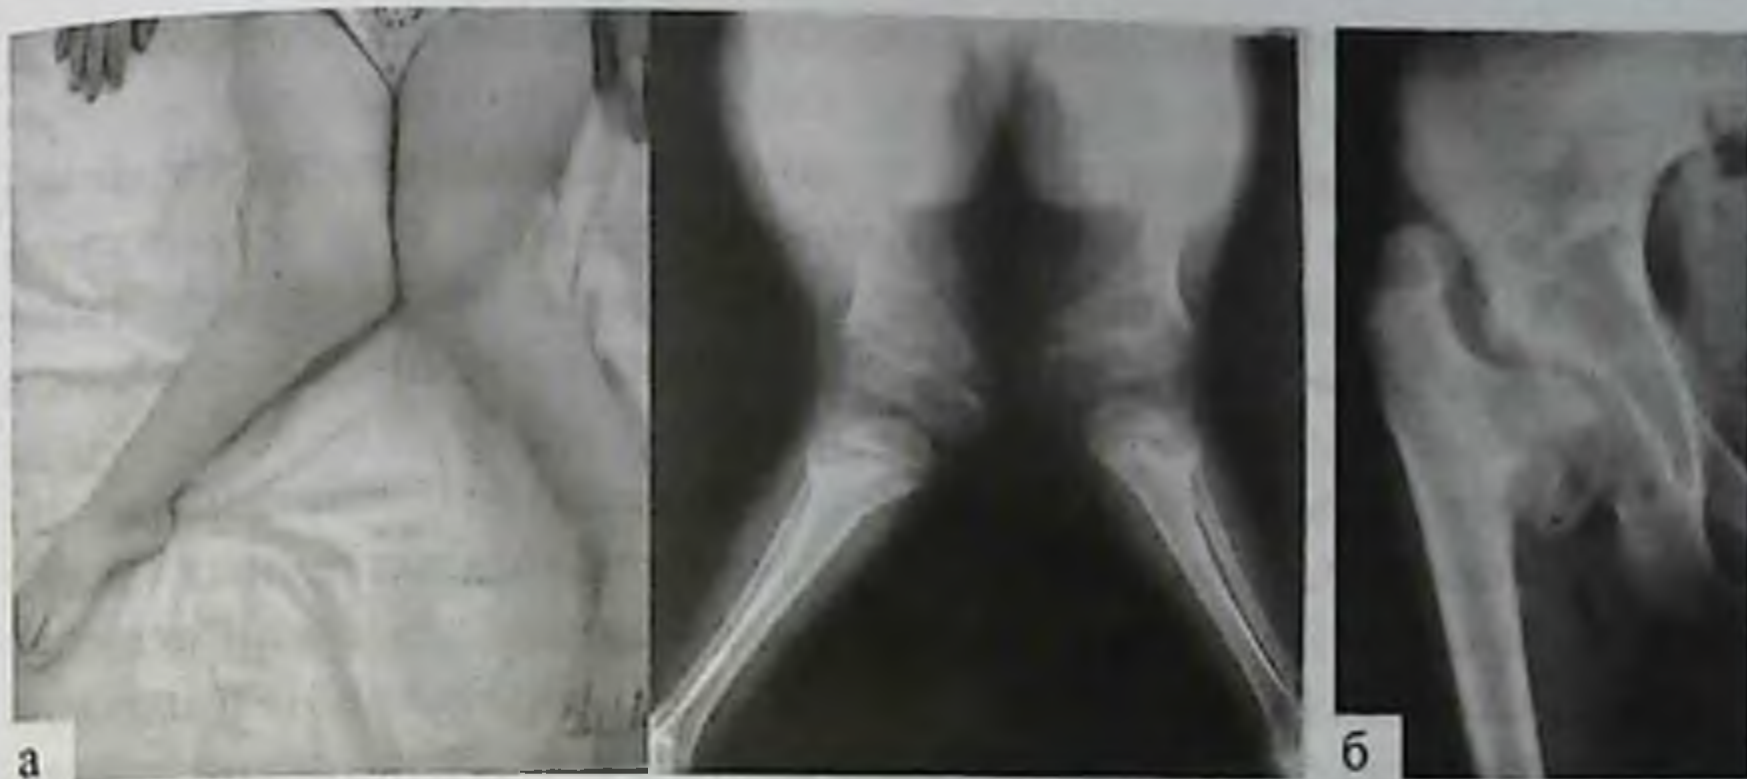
Внешний вид и рентгенограмма нижних конечностей пациента с эпифизарной дисплазией (а); рентгенограмма таза с *coxa vara* на фоне эпифизарной дисплазии (б)
